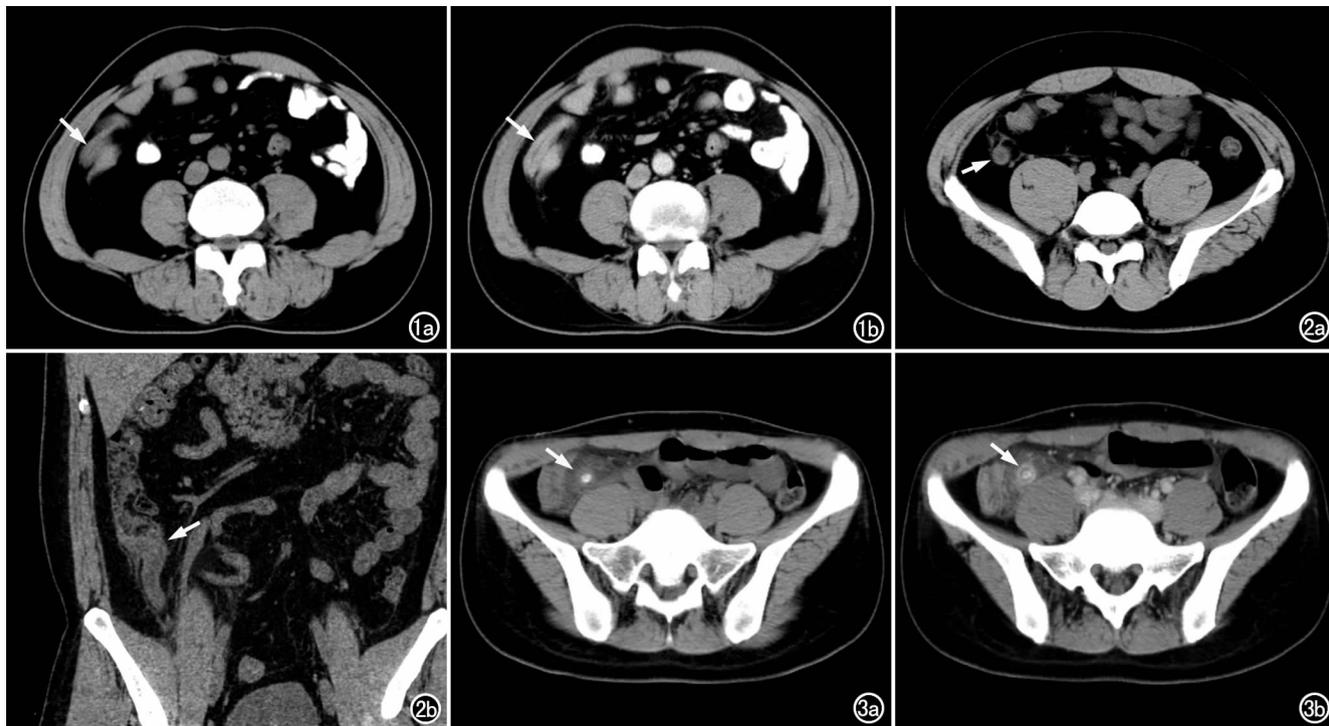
急性阑尾炎。a) CT 平扫示阑尾壁增厚(箭); b) 增强扫描示阑尾壁均匀强化(箭)。图 2 急性阑尾炎。a) CT 平扫示阑尾壁增厚(箭),周围筋膜增厚; b) 冠状面重组图像示阑尾增粗(箭)。图 3 急性阑尾炎。a) CT 平扫示阑尾增粗,其内可见结石影,周围脂肪间隙模糊(箭); b) 增强扫描示环形增厚的阑尾壁(箭),周围可见渗出。
